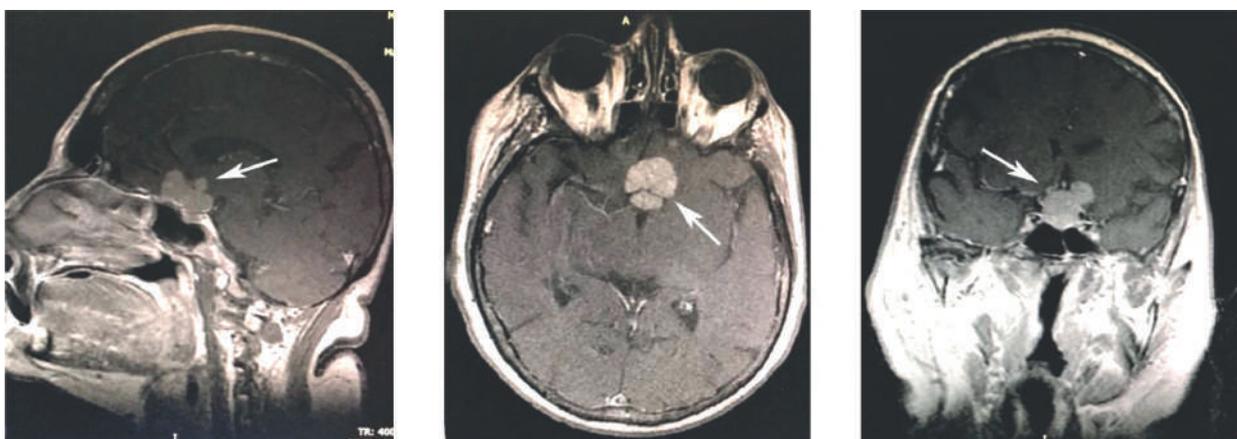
МРТ пациентки до операции. Стрелкой отмечена внемозговая опухоль в области бугорка турецкого седла, обрастающая переднюю мозговую артерию слева
